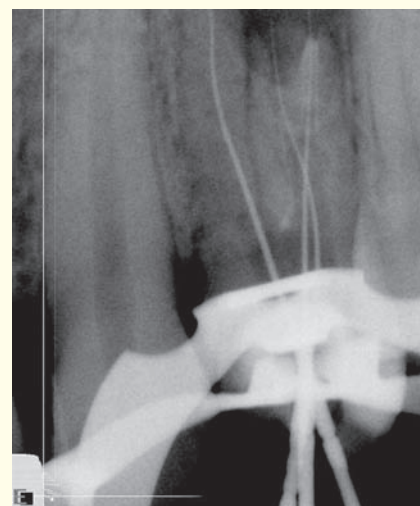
Рентгенограмма зуба 2.4. Радиовизиографическое исследование – в корневые каналы введены верификаторы
